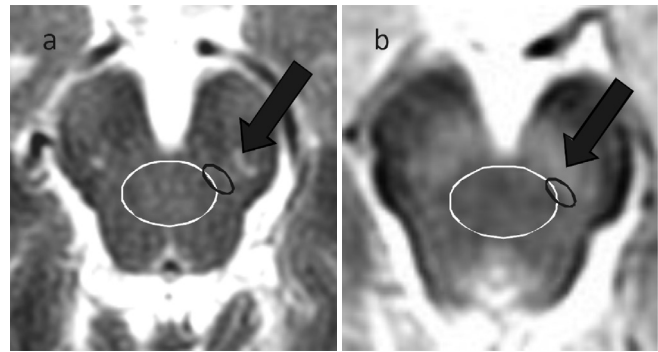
Secuencia T2 (a) y STIR (b) de RM de mesencéfalo a nivel del colículo inferior. Con la ayuda de atlas de anatomía la localización probable del NPP puede ser determinada con la visualización de la *substantia nigra* (flecha) y el pedúnculo cerebeloso superior y su decusación (óvalo blanco). El óvalo negro muestra la localización aproximada del NPP en relación a la SN y al pedúnculo cerebeloso superior.
